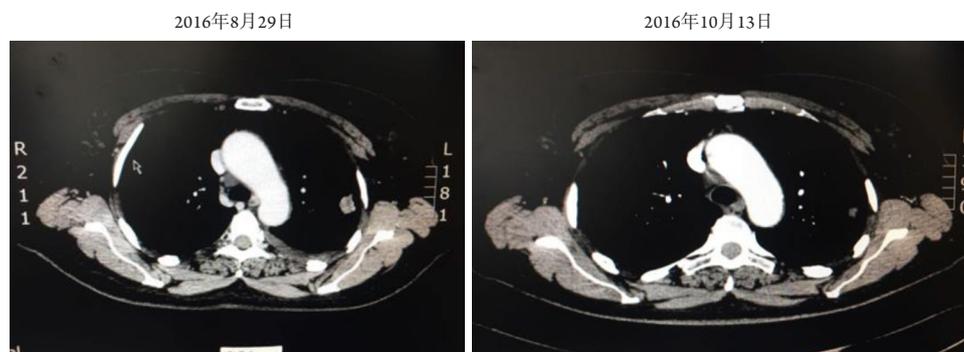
二线吉非替尼用药1月前胸部CT检查所示原发病灶
